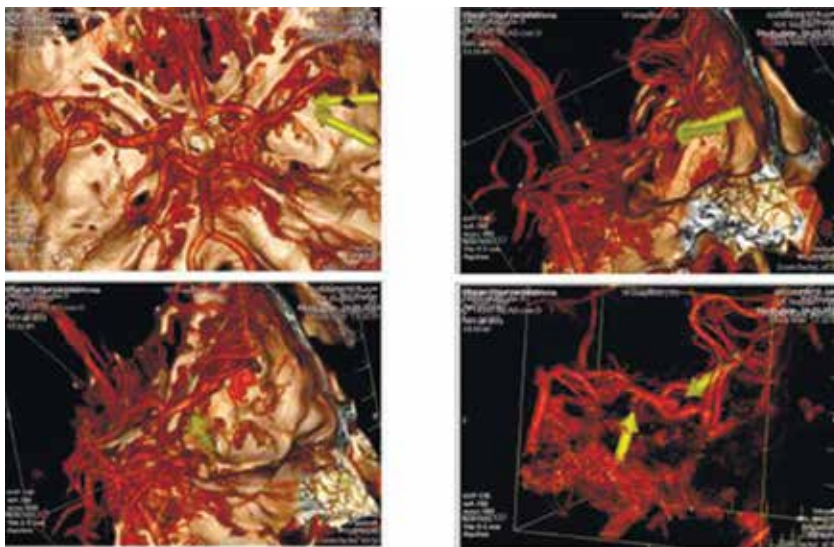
Ангиорежим СКТ-ангиографии больной III.
